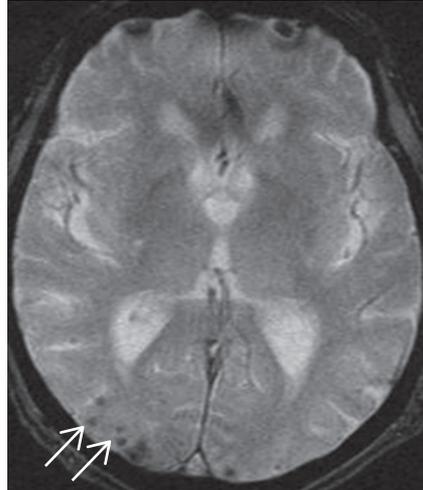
« Microbleeds » ou microsaignements apparaissant comme des anomalies de signal de petite taille (2–10 mm) en IRM séquence T2*.
